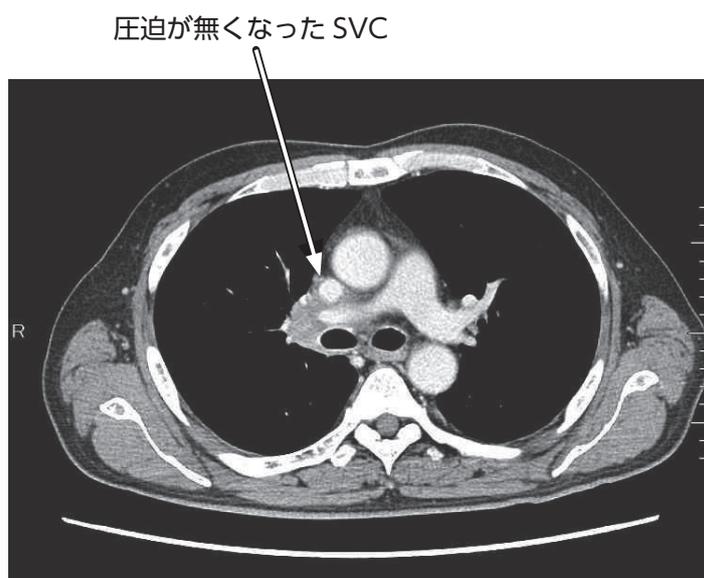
2 クール目 day15 の CT 評価
